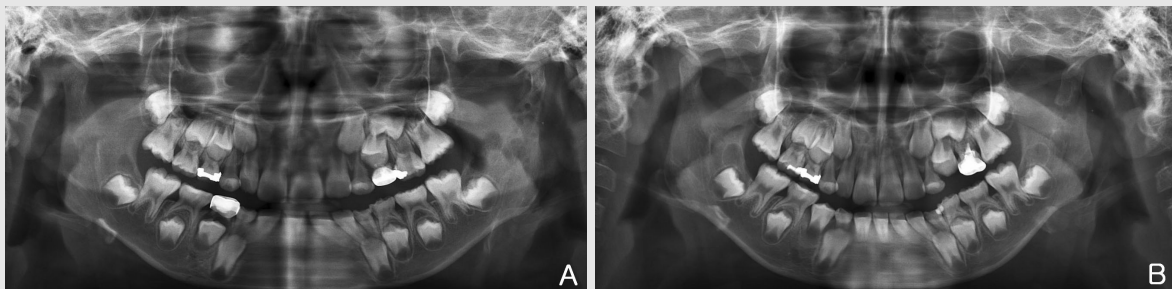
Panoramic radiographs showing condylar resorption (patient in the RMA group)
